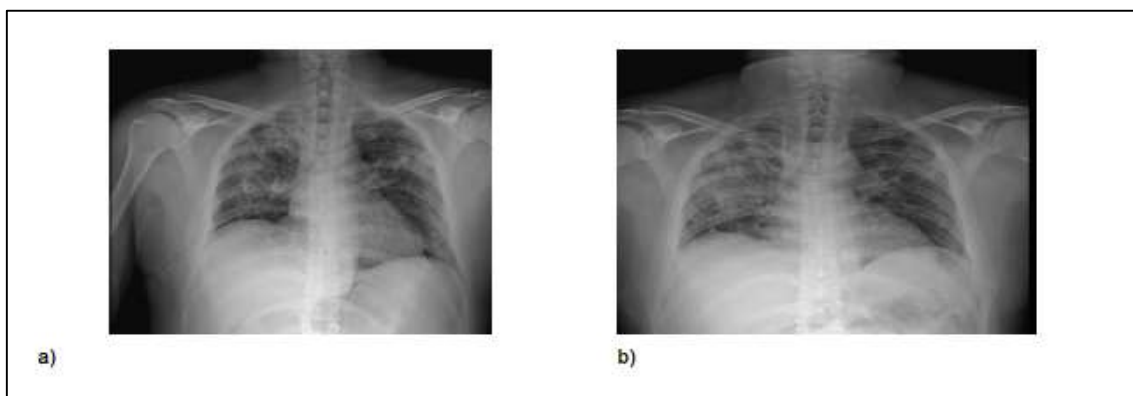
Caso 2: (a) Radiografía de tórax en su proyección anteroposterior con evidencia de opacidades bilaterales periféricas y reticulares con neumotórax derecho y sonda endopleural. b) Radiografía de tórax en su proyección anteroposterior, después
